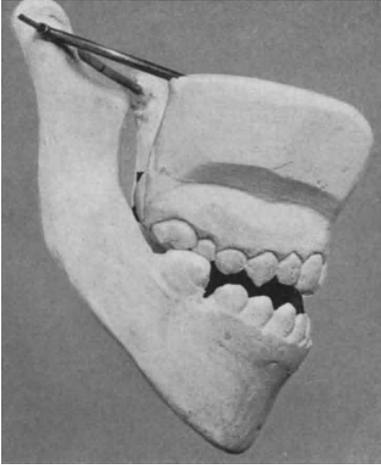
Nach dem Röntgenbilde hergestellte Gipsrekonstruktion der Kiefer.
